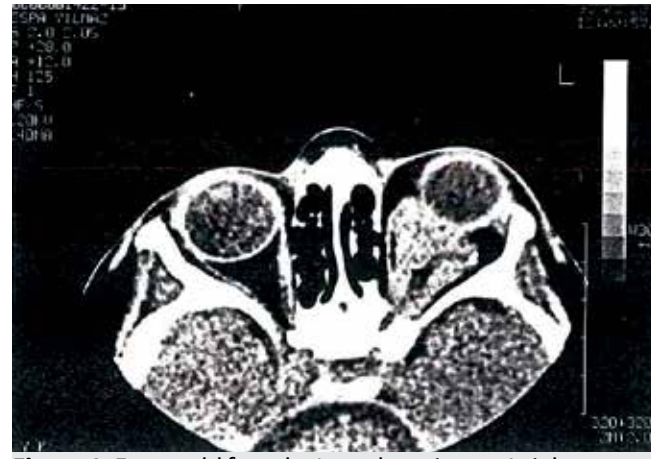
5 year old female. Lymphangioma. Axial contrast enhanced CT image showing infiltrative, non enhancing, lobulated mass at retrobulbar area on the left.
